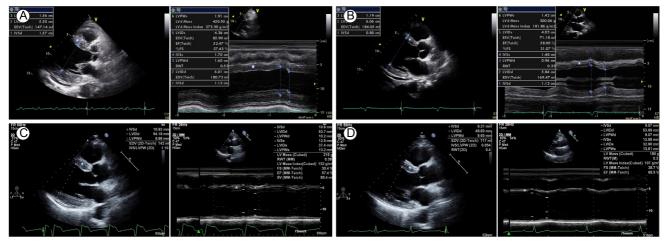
Transthoracic echocardiogram (TTE) findings. (A) Initial scan showing interventricular septal hypertrophy and global hypokinesia with decreased ejection fraction (EF). (B and C) A follow-up TTE was performed every week during hospitalization, and showed decreased myocardium wall thickness and recovered left ventricular (LV) contractility over time. (D) One-year follow-up. The asterisks mark the location of the interventricular septum.
